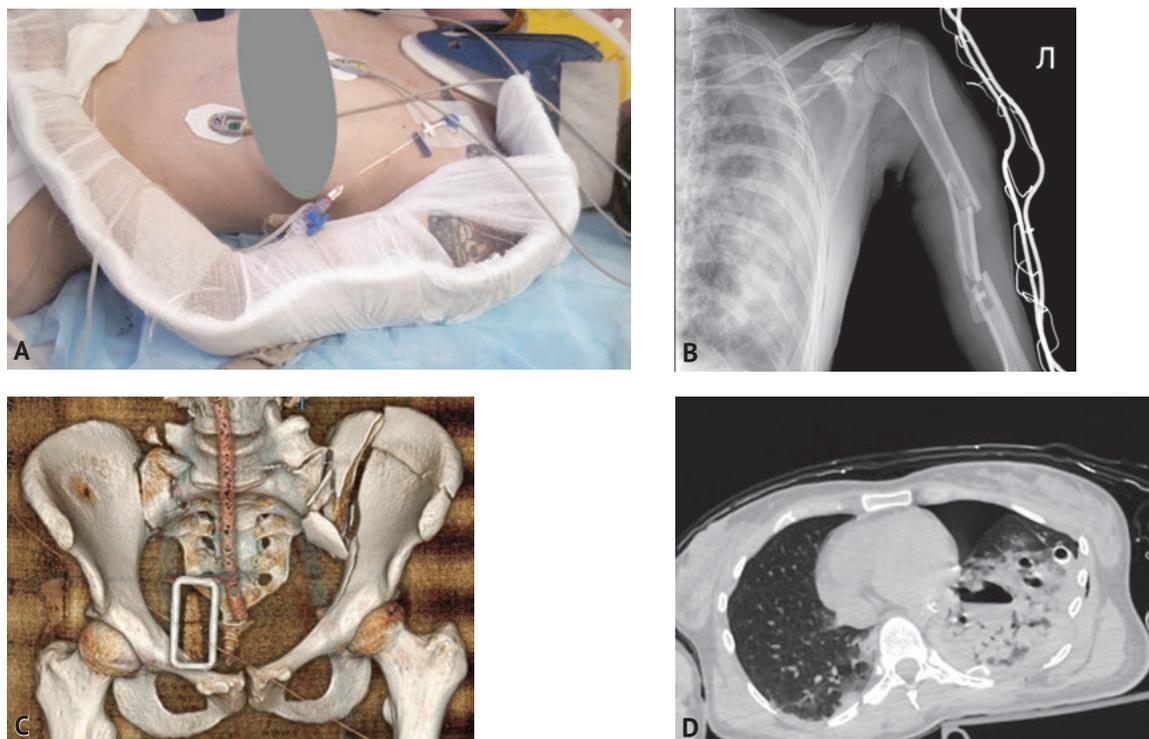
Первичное обследование пострадавшей: А — внешний вид при поступлении; В — рентгенография плечевой кости; С — 3D-реконструкция томографии таза; D — аксиальный срез грудной клетки
